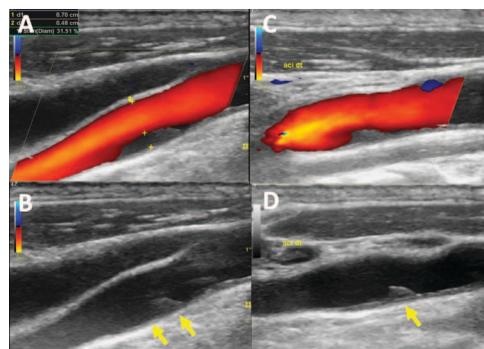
Carotid web of right ICA; A, B – Carotid Doppler ultrasound of right ICA, revealing a heterogenous, regular, substantial echolucent lesion in the origin of right ICA, interpreted as an ulcerated atherosclerotic plaque causing a 30% stenosis. C, D – Carotid Doppler ultrasound performed 2 months later, showing the persistence of the endoluminal protrusion in right ICA bulb, but now without adherent thrombus (arrows).
